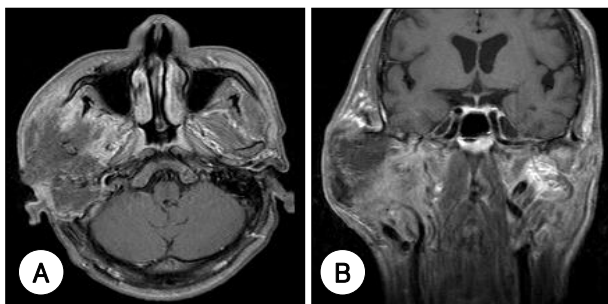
Head and Neck MRI taken before chemoradiotherapy. 7.8 cm×5.5cm sized cancer mass involving external auditory canal is shown.
